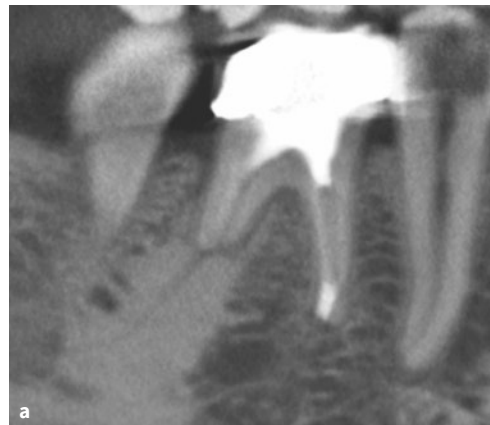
Röntgenkontrollaufnahme nach Wurzelkanalfüllung Zahn 46.
